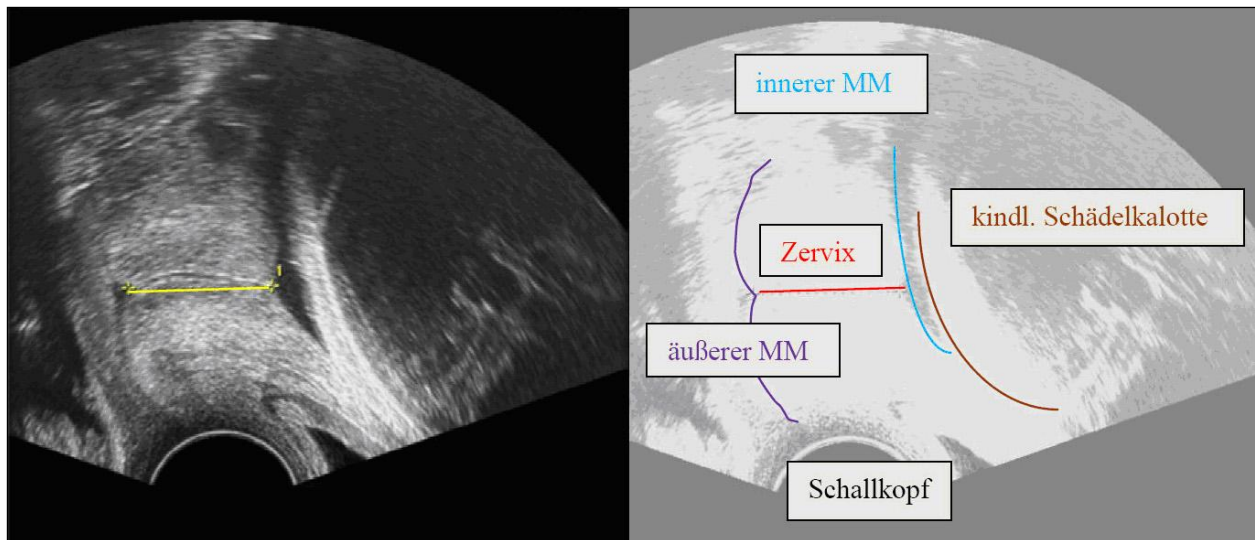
Transvaginale sonografische Darstellung der Zervix.
